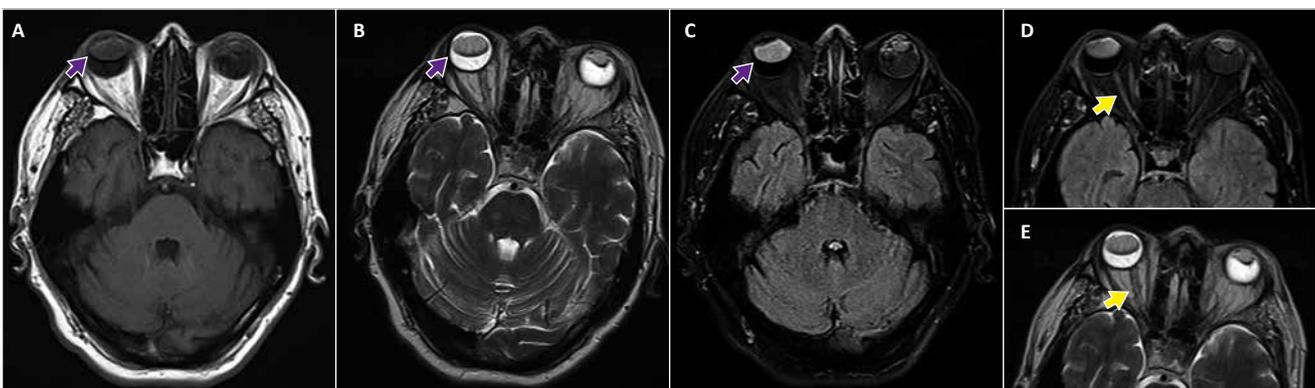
Evaluación por RM de globos oculares en ponderación T1 (A), T2 (B), FLAIR (C). Evaluación del recorrido del nervio óptico derecho en ponderación T1 (D) y T2 (E). Se observa aceite de silicona en ambos globos oculares (flecha) los cuales tienen las mismas características de señal que las lesiones encontradas en ambos ventrículos y en recorrido del nervio óptico derecho (flecha amarilla).
